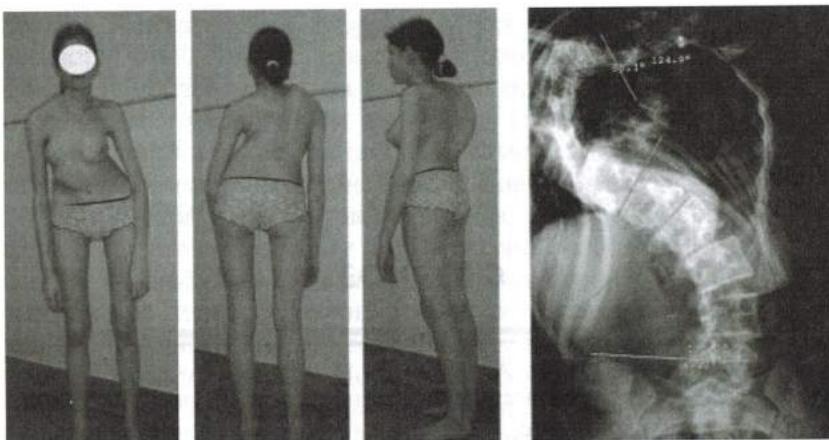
Внешний вид больной и рентгенограмма позвоночника при правостороннем грудном сколиозе
